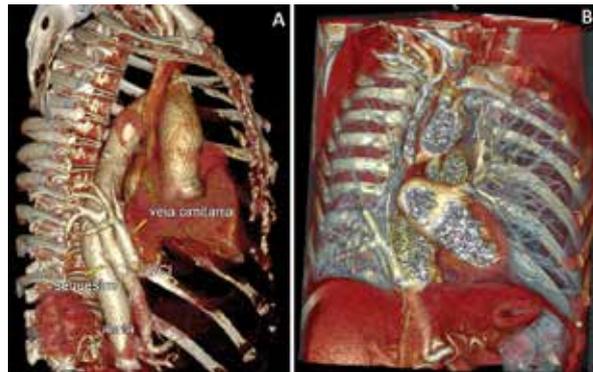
Paciente de 67 anos, síndrome venolobar congênita (Cimitarra), avaliada por TC. Em A, a drenagem venosa anômala pulmonar para veia cava inferior, e a calibrosa artéria sistêmica irrigando parte do pulmão direito, com origem no tronco celiaco. Em B, imagem coronal dos mesmos achados, e também mostrando a hipoplasia pulmonar direita com desvio das estruturas mediastinais.
